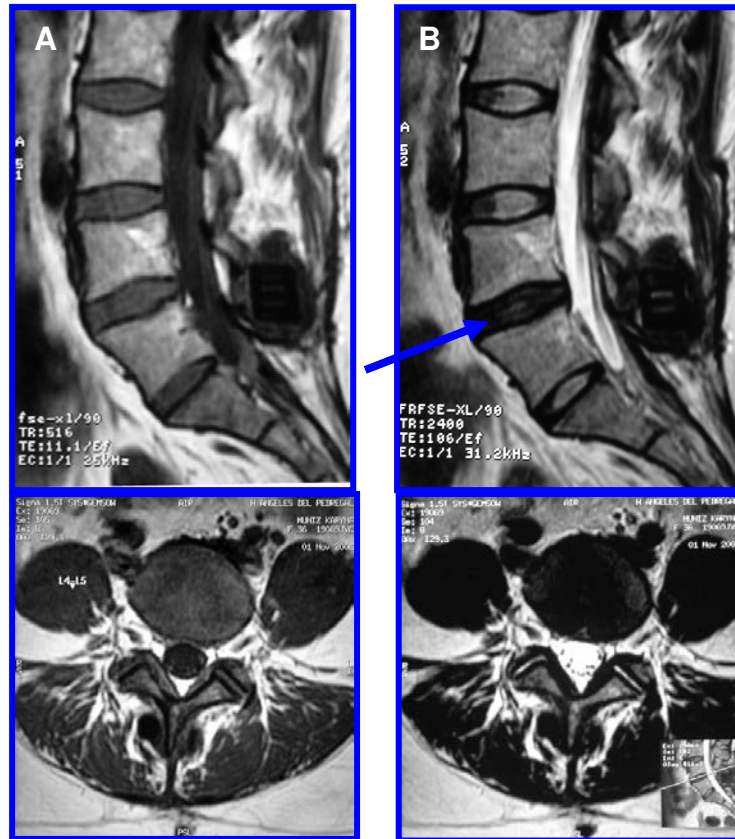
(A, B) Muestra de IRM en cortes axiales y sagitales, en fases de T1 simple y T2 a un año de seguimiento, podemos observar discreta disminución del abombamiento del disco, así como datos muy sutiles de rehidratación en el disco del segmento L4-L5.
